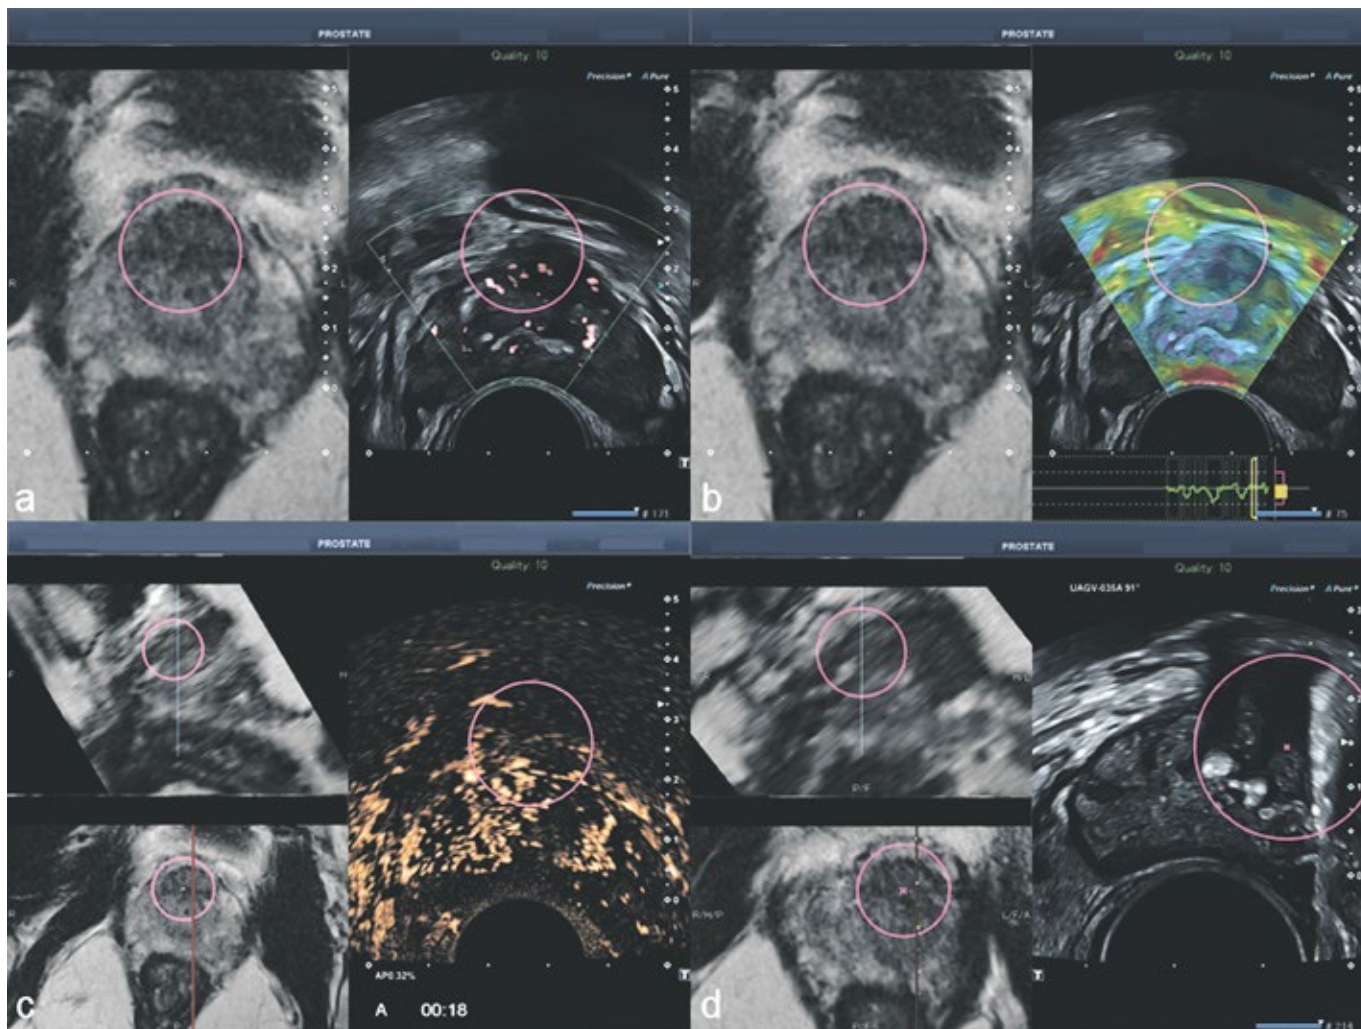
Multiparametrischer Ultraschall in MRT/US-Bildfusion des gleichen Patienten.
